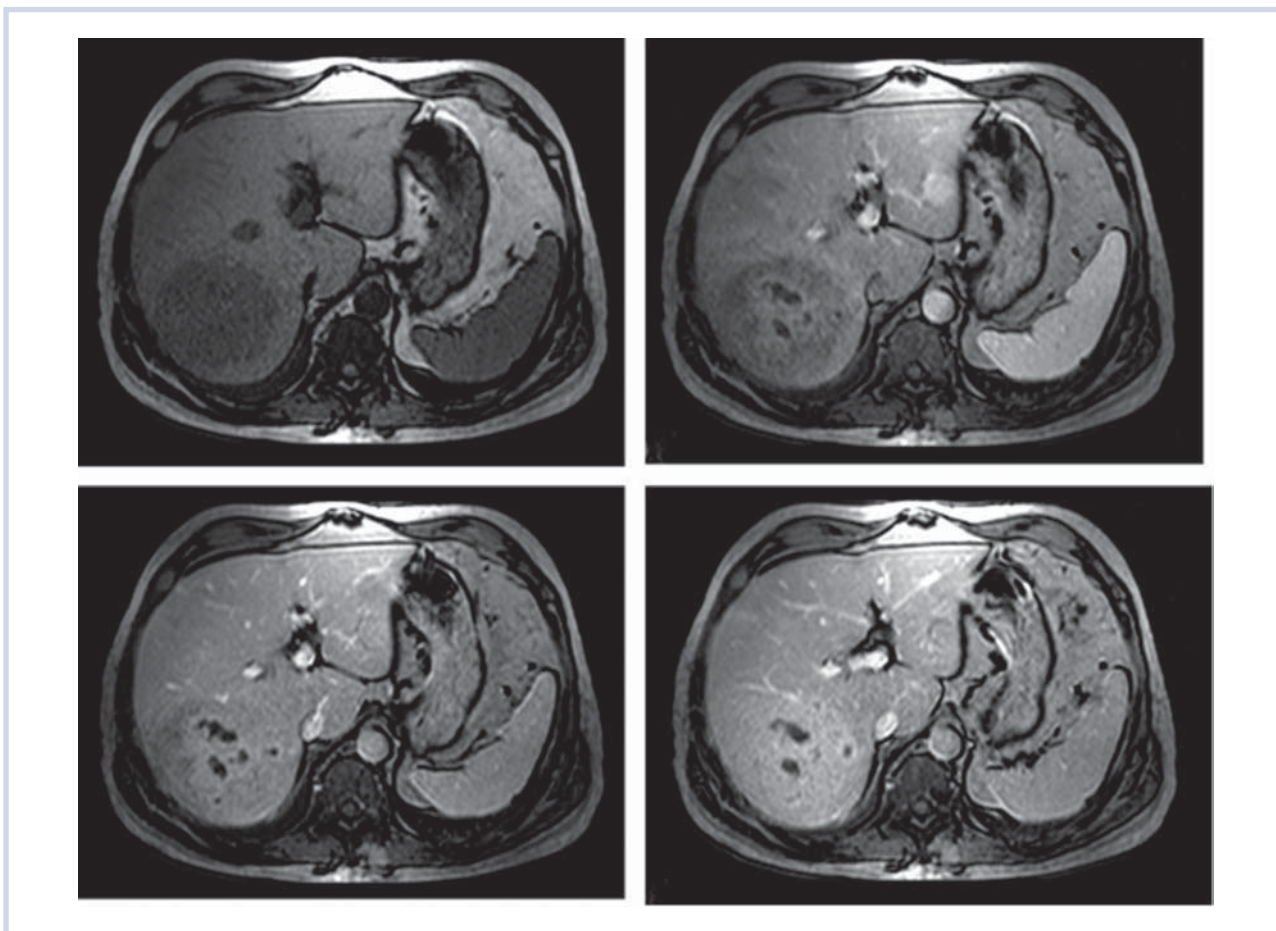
Магнитно-резонансная томограмма с контрастированием (нативное исследование, 15 с — артериальная фаза, 60 с — венозная фаза, более 4,5 мин — отсроченная фаза).
